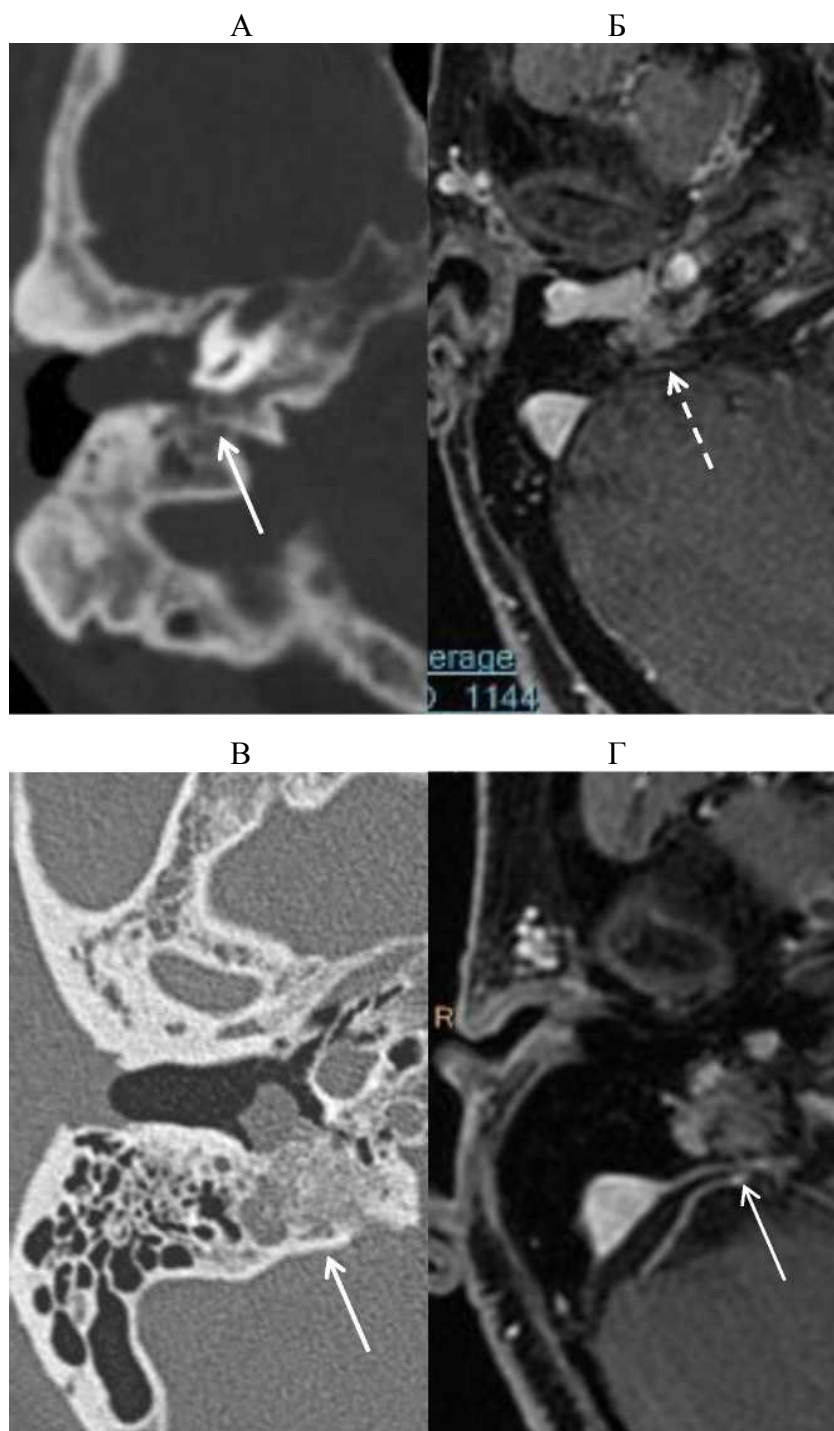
Сгруппированные попарно аксиальные КТ- и постконтрастные T1 ВИ изображения пациентов, в барабанной полости которых имеется опухоль. А, Б – пациентка Т., 61 год; А: при КТ – склеротический тип сосцевидного отростка и пирамиды височной кости, деструктивных изменений не выявлено; Б: при МРТ – признаки опухолевой инвазии кости (пунктирная стрелка). Г – пациентка Б., 68 лет. В – при КТ в ретротимпанальных клетках имеется субстрат (стрелка); Г – при МРТ определяются признаки опухолевой инвазии кости (стрелка).
